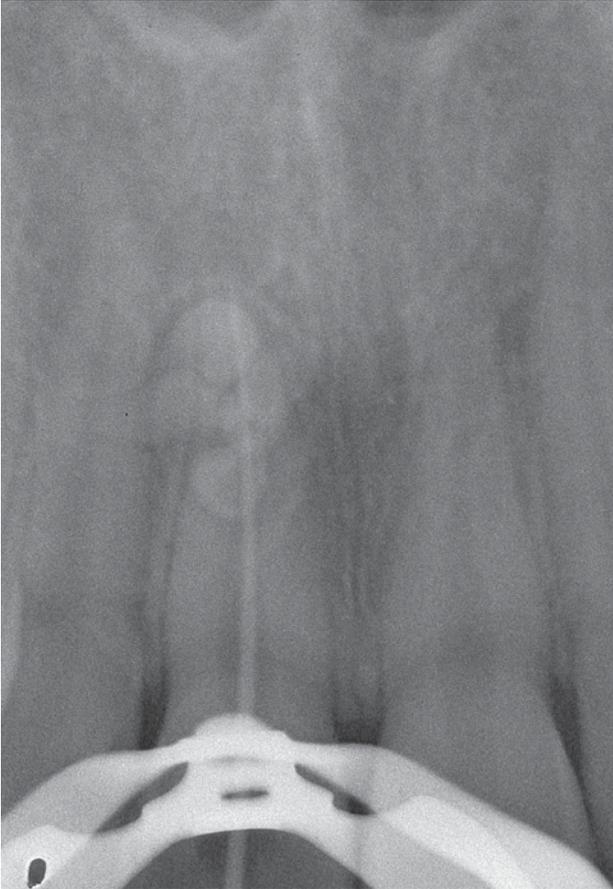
Radiografía de conometría del incisivo.
